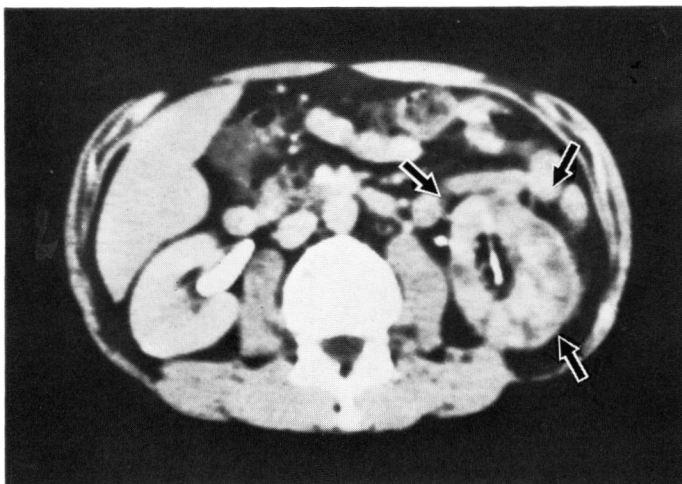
Left renal carcinoma stage II by CE-CT.
